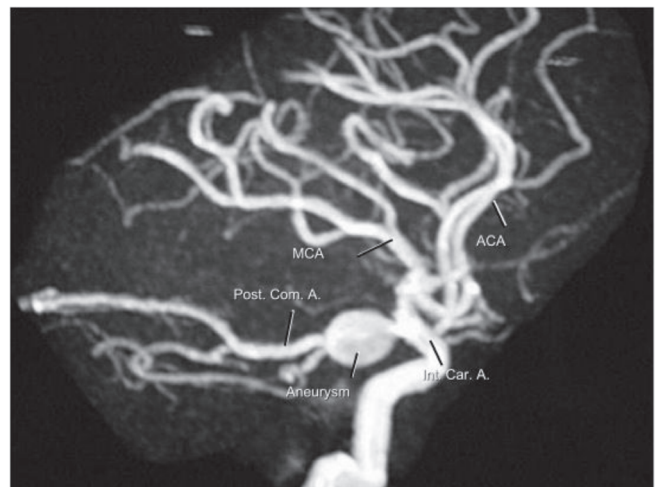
Magnetic resonance angiography (MRA). Right side, profile: Internal carotid artery aneurysm, related to the origin of a right, fetal pattern, posterior communicating artery. A.: Artery, ACA: Anterior Cerebral Artery, Car.: Carotid, Com.: Communicating, Int.: Internal, MCA: Middle Cerebral Artery, Post.: Posterior.
